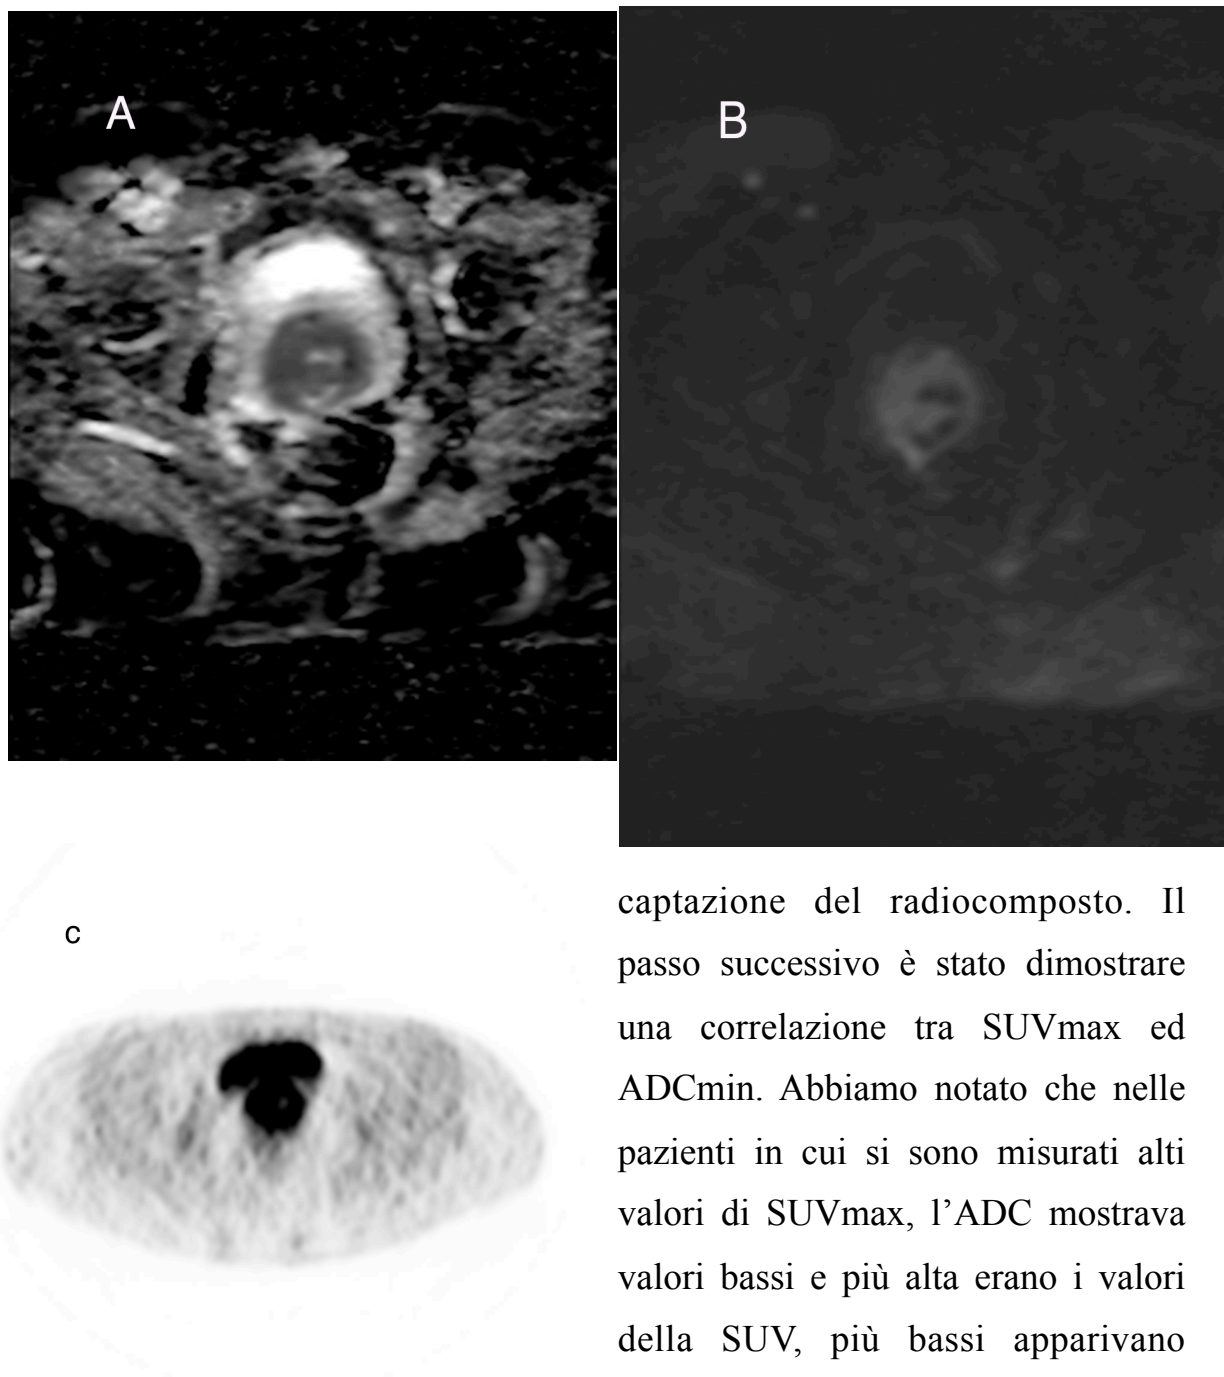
paziente di 36 anni con carcinoma cervicale infiltrante i parametri. (A) mappe di ADC, notare l'ipointensità netta corrispondente all'area di iperintensità in DWI (B) e l'intensa captazione in PET
